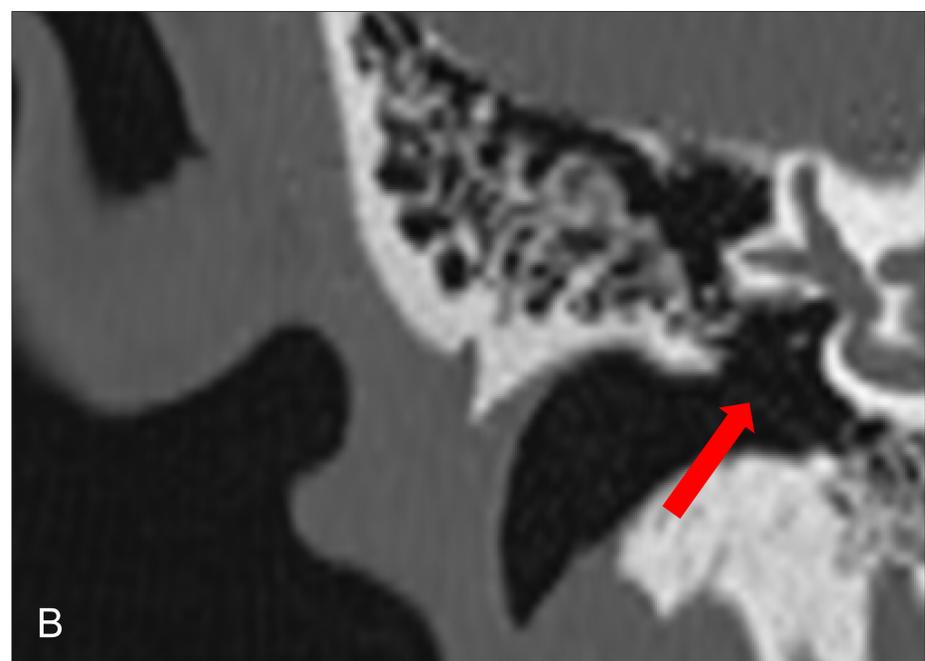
Imágenes de TC en plano axial (A) y coronal (B) del oído. Se señalan las paredes del CAE: anterior (flecha rosa), posterior (flecha naranja) y medial (flecha roja).
